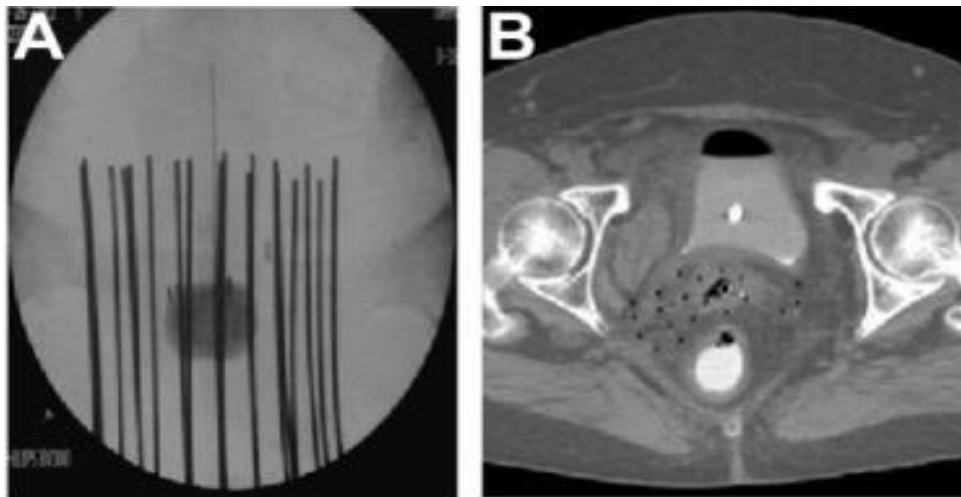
Примеры брахитерапии (А- Рентген, В - осевой КТ срез)
